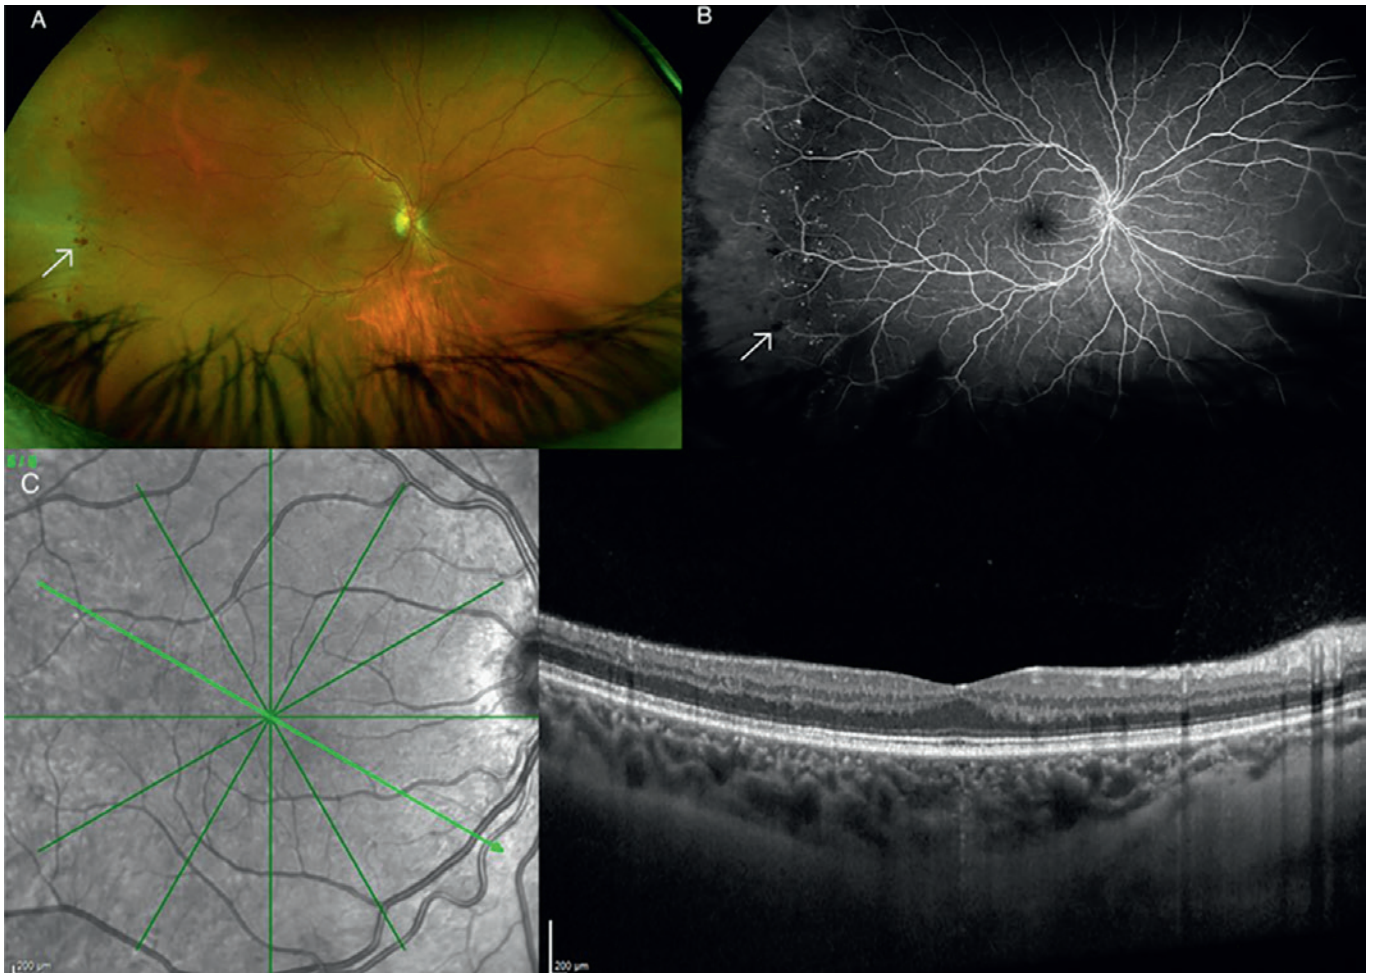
Imaging multimodale di retinopatia diabetica non proliferante senza edema maculare. A: retinografia ad ampio campo in cui si evidenziano microemorragie (freccia bianca) in estrema periferia temporale. B: fluorangiografia retinica ad ampio campo in cui si evidenziano microemorragie e zone di ischemia periferica (freccia bianca) in estrema periferia temporale. C: tomografia a luce coerente (OCT) che mostra un conservato profilo foveale e un modesto ispessimento settoriale degli strati retinici interni.
